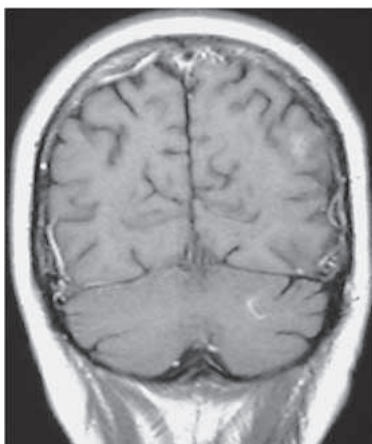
Kontroll-MRT (T1 mit KM) 7 Monate nach Gamma Knife und Ganzhirnbestrahlung
